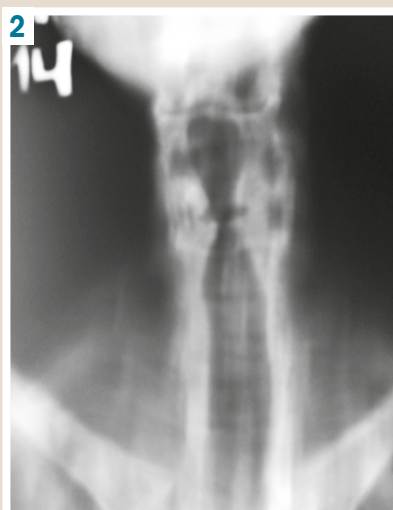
CT of the larynx.
